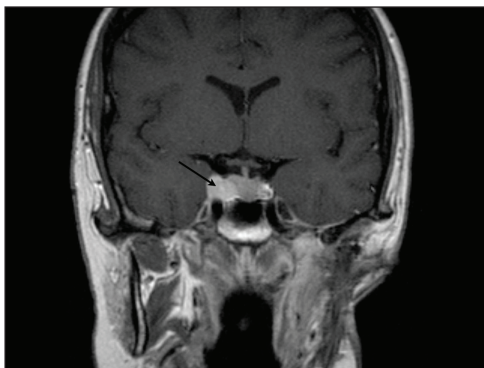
IRM (séquence pondérée T1 après injection de Gadolinium) réalisée 2 ans plus tard, montrant un rehaussement et un élargissement du sinus caverneux droit (flèche), correspondant à une métastase périneurale.
